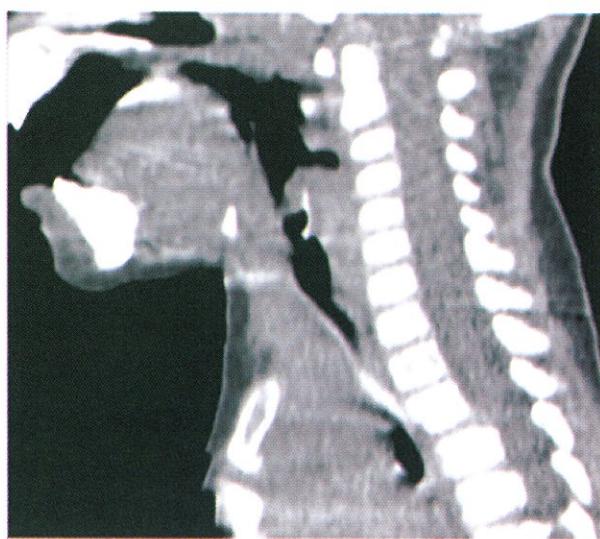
MPR Sagittal CT image of case 3. A fish bone is shown in the posterior wall of the subglottic trachea.
